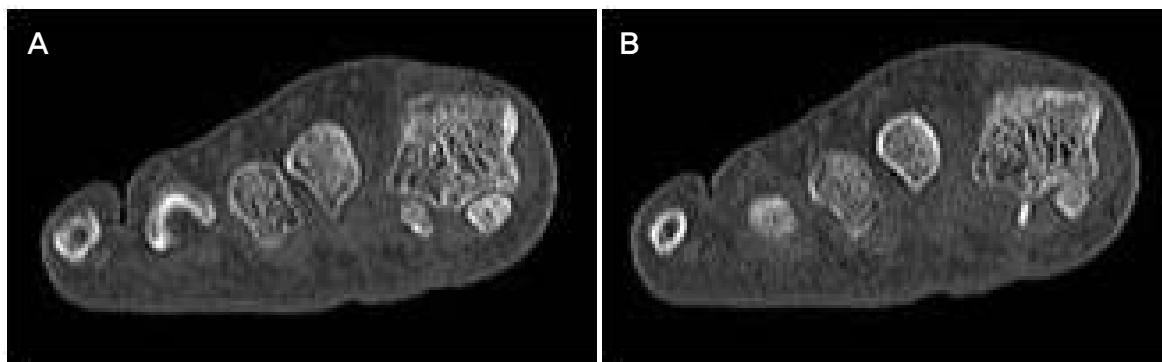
Axial CT images show fragmentation, deformity and heterogeneity on the lateral sesamoid bone.
